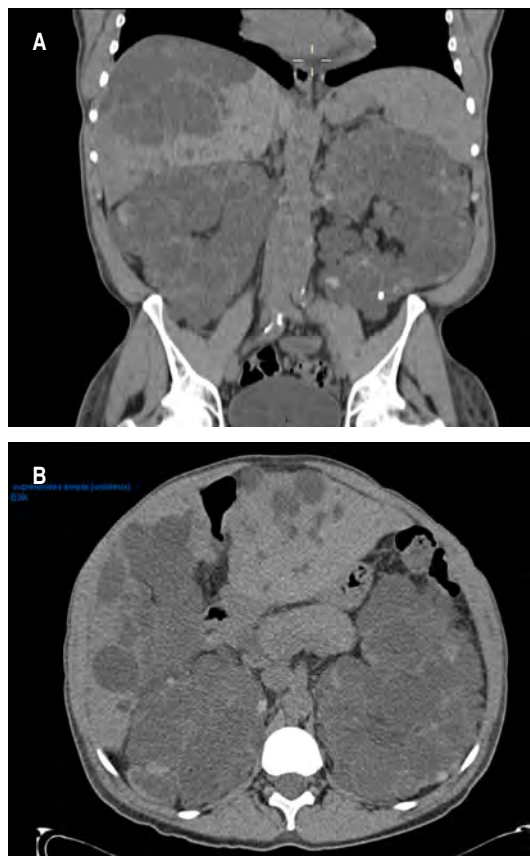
A) Corte coronal de tomografía axial computarizada abdominopélvica. B) Corte axial de tomografía axial computarizada abdominopélvica.
